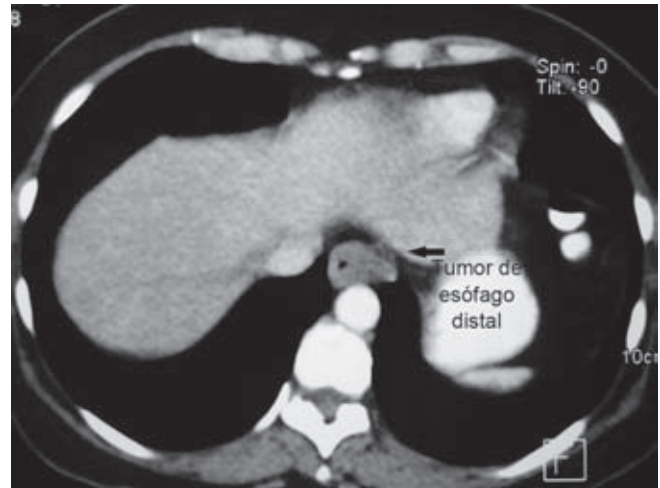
La tomografía computarizada muestra que el tumor involucra la pared del esófago y no invade órganos adyacentes.
